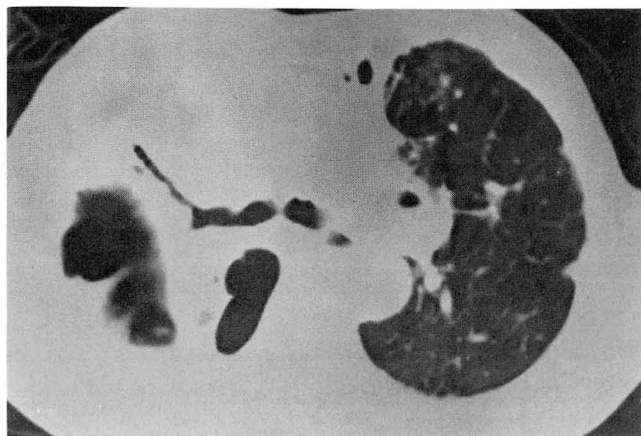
54-year-old male with tuberculosis and empyema (No. 7). CT scan shows bronchiectasis in right upper lobe adjacent to multiloculated empyema. Small cavity is demonstrated in lateral portion of above bronchiectasis.
